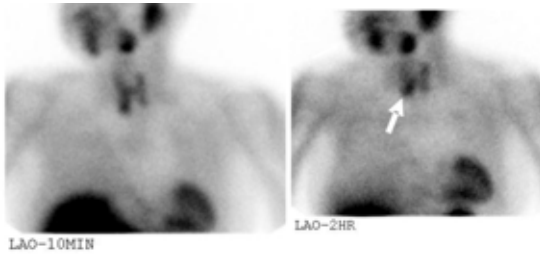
99mTc-sestamibi scintigraphy. A parathyroid scan shows persistent visualization of the focal uptake in the right lower pole on a delayed wash-out scan.
